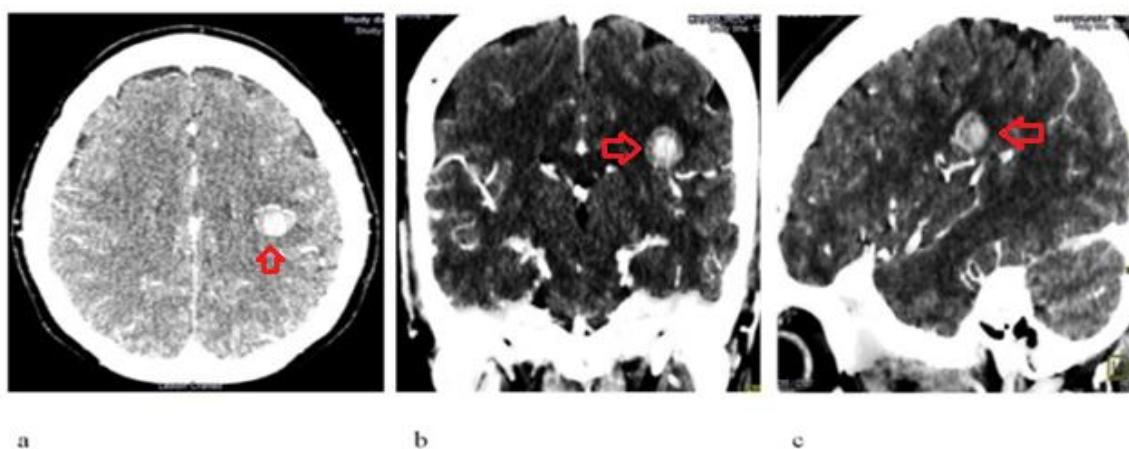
TAC de cráneo simple y contrastada: a (corte axial), b (corte coronal), c (corte sagital). Imagen redondeada antes descrita de coloración blanca (hiperdensa), señalada con flecha roja.
